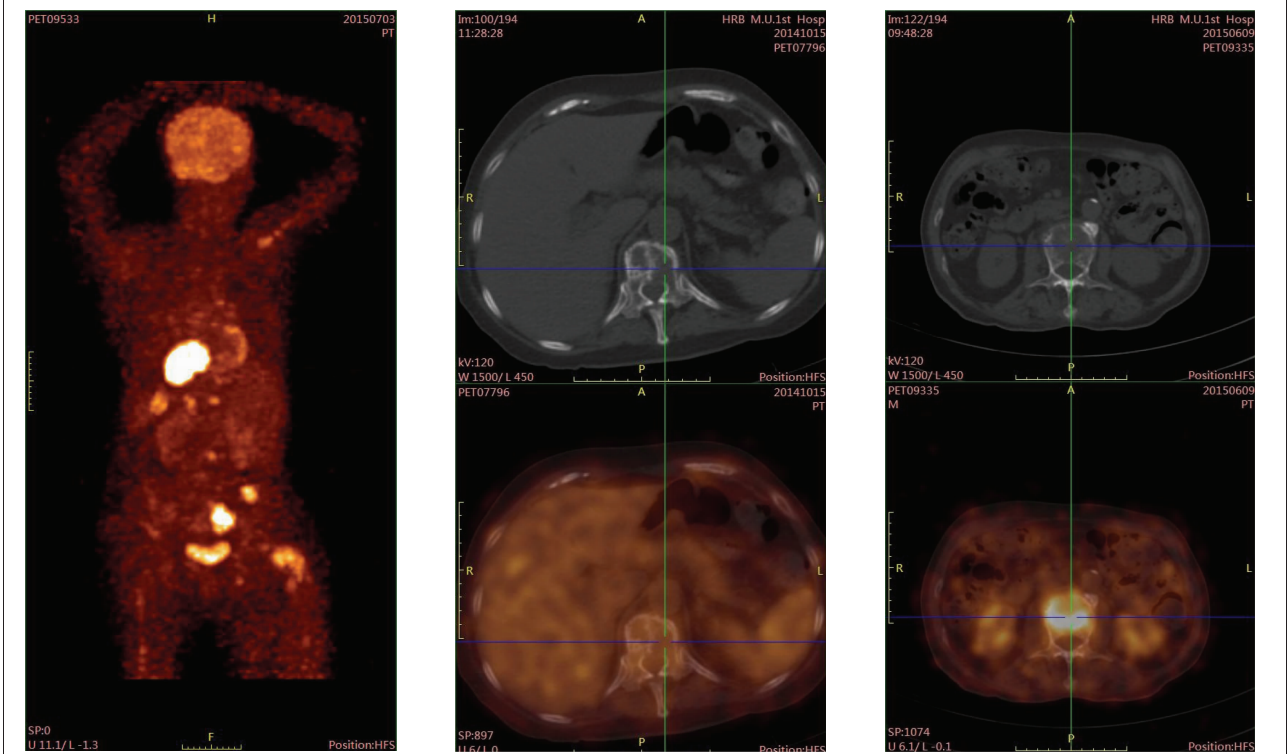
Distribution of ^{18}F -FDG inhomogeneity in myeloma
